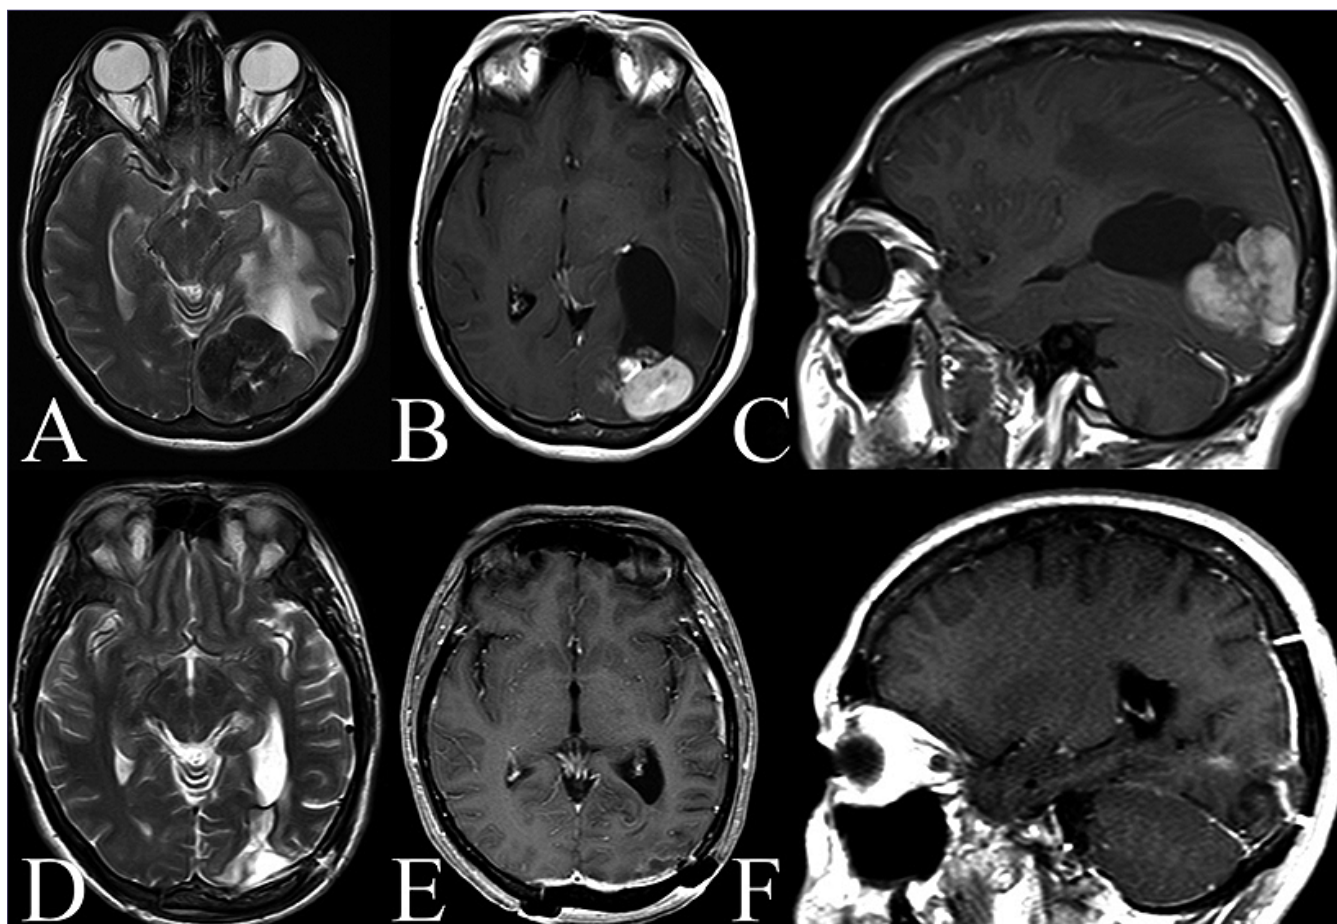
Pre- and postoperative MRI demonstrating gross total resection of a large occipital fibrous solitary tumor. (A) Axial T2, axial post-contrast T1; (B) and sagittal; (C) post-contrast T1 MR images demonstrate an extra-axial occipital mass, with mixed solid and cystic components and remarkable perilesional brain edema with a consequent left-to-right midline shift; (D) Axial T2 and post contrast T1 axial; (E) and sagittal; (F) MR images demonstrate gross total resection, with improvement of brain edema and ventricular compression.
